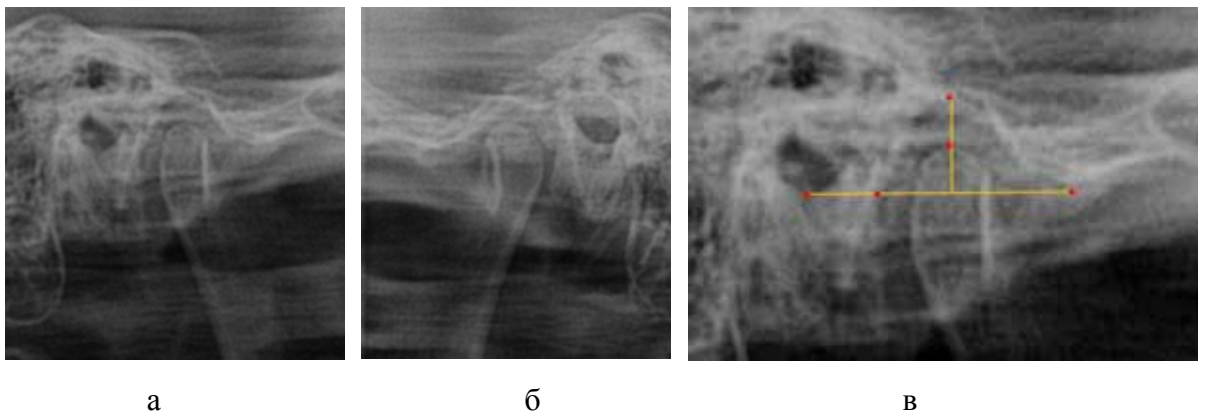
Рентгенограммы височно-нижнечелюстного сустава справа (а), слева (б) и методика измерения основных линейных размеров (в)
